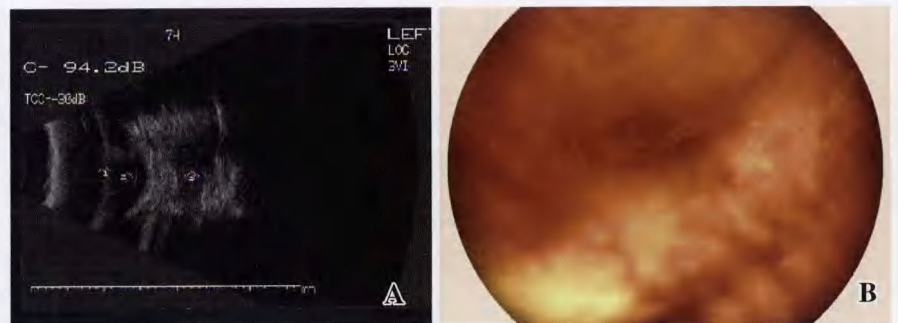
兔眼玻璃体腔注入成纤维细胞和 MAT-PLA-MS 21 d 示玻璃体混浊及增生条带 (PVR I 级) A: B 型超声检查 B: 眼底照相
